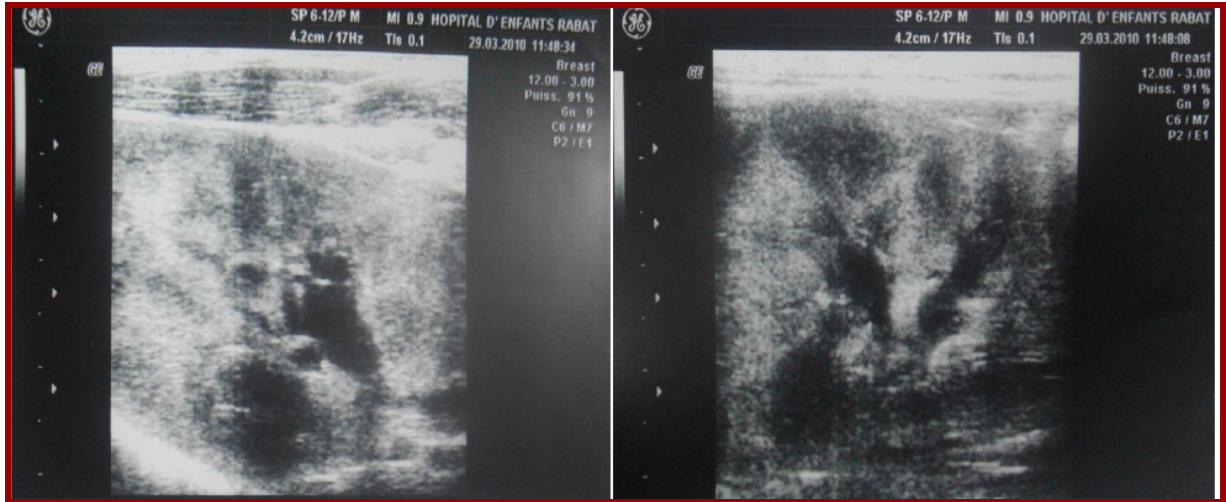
Images d'échographie abdominale de contrôle .
